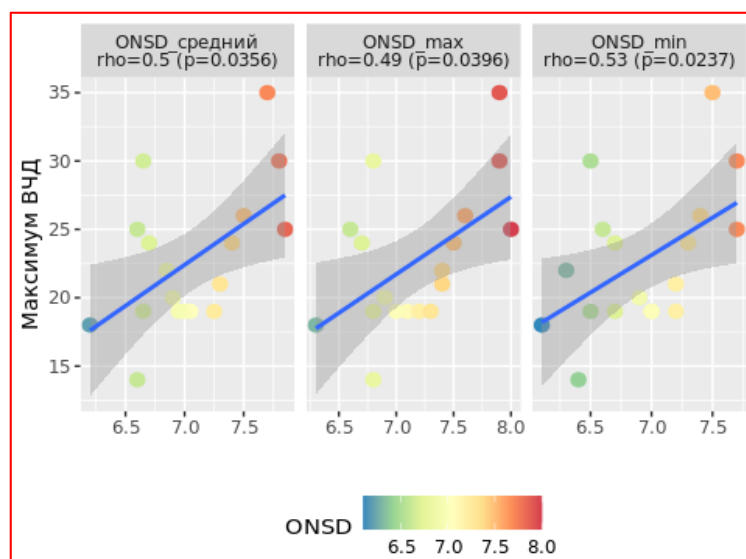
Корреляционная зависимость максимального ВЧД за 72 часа и производных ДЗНО по данным входящей КТ (ОНSD средний- ДЗНО средний, ONSD max - ДЗНО максимальный, ONSD min - ДЗНО минимальный)
